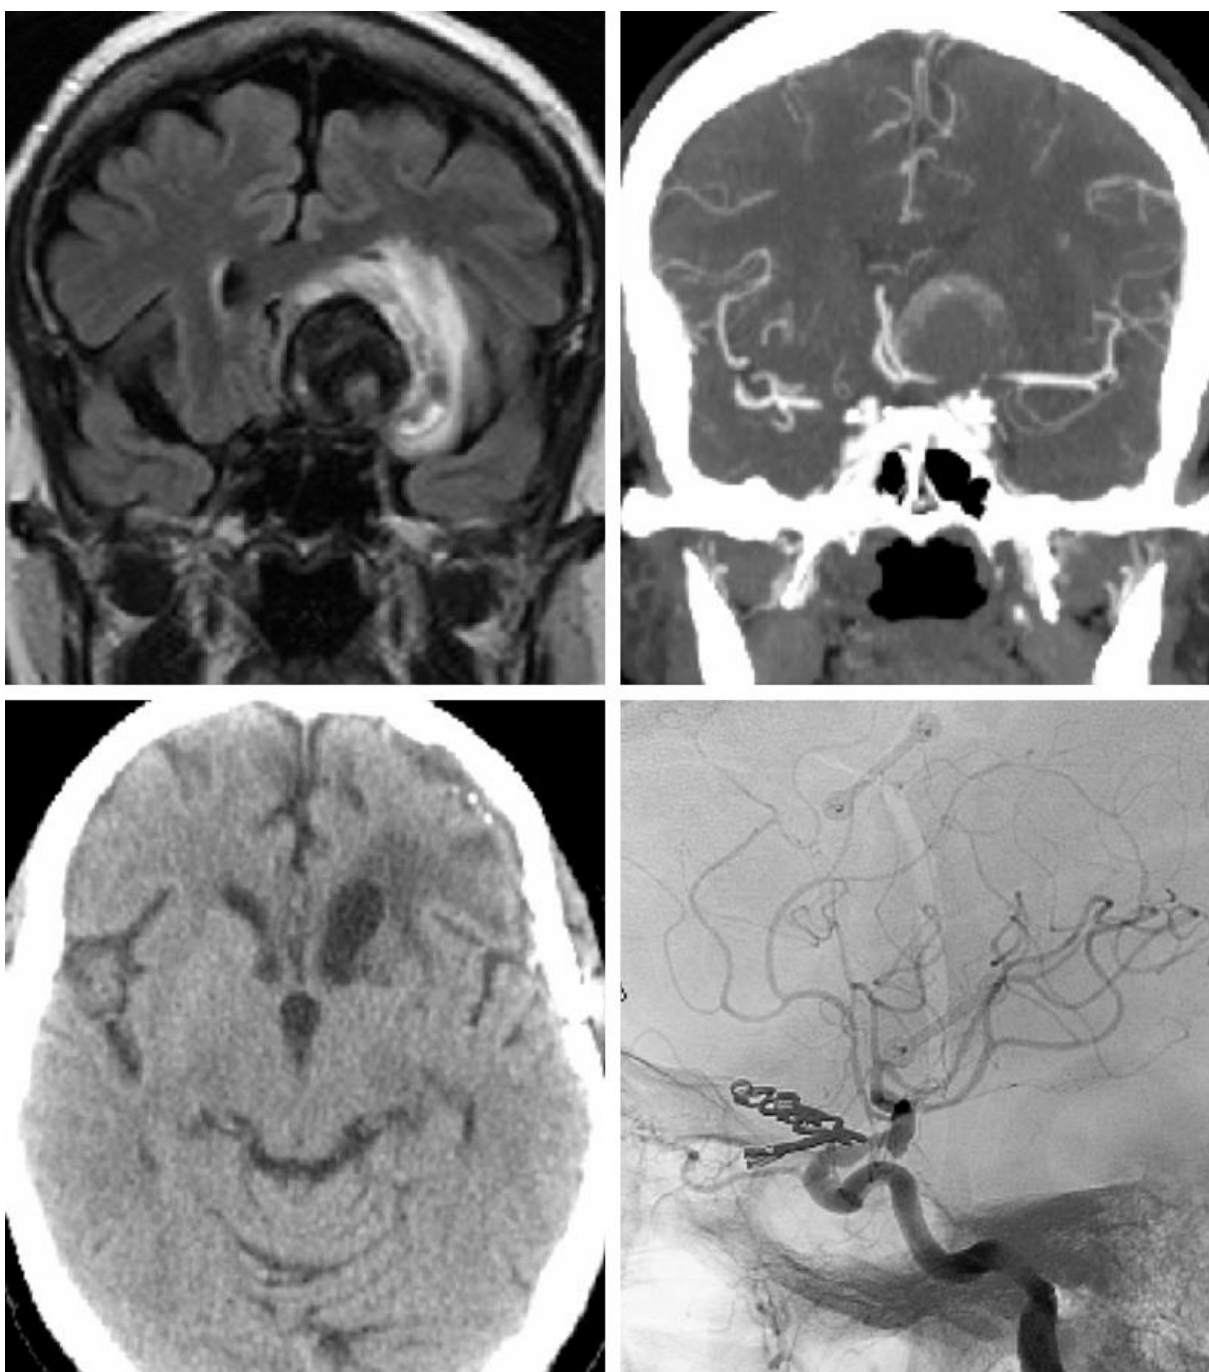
MRI 显示瘤腔内的血栓、周围的占位效应及水肿（左上）。CTA 显示瘤内少许血流（右上）。术后 CT 显示脑水肿部分缓解（左下）。血管造影证实以多枚动脉瘤夹夹闭（右下）。
